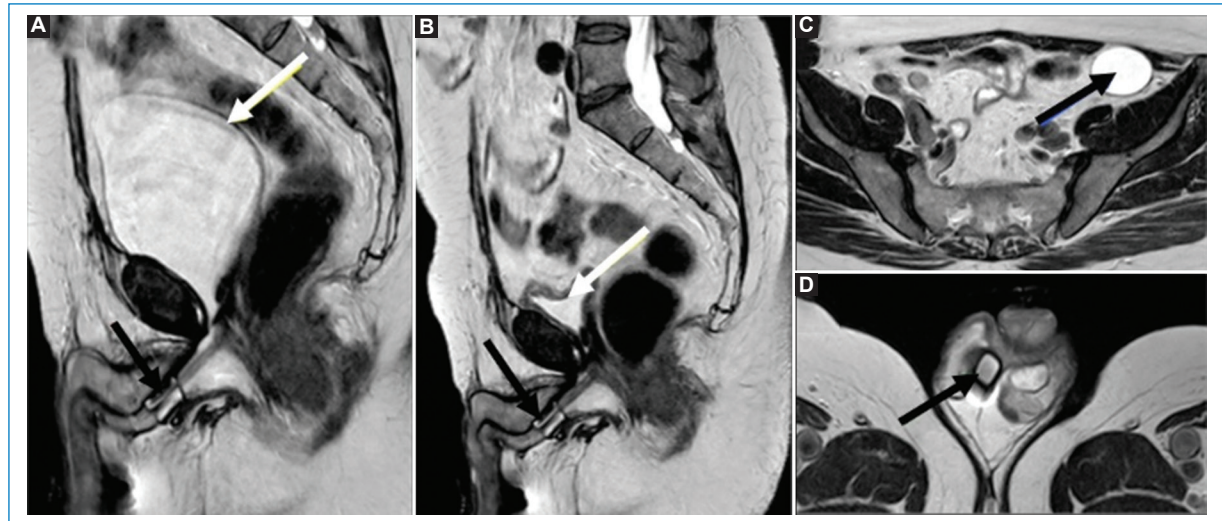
RM de EUA normal - T2 TSE HR. Vejiga (flecha blanca) premiccional (A) y posmiccional (B). Manguito de morfología habitual, bien posicionado (flecha negra continua). (C) Reservorio de forma, tamaño y volumen normales (26 ml) previo y posterior a la micción (flecha negra). (D) Bomba de control bien situada, de morfología normal y sin fugas (flecha negra).
